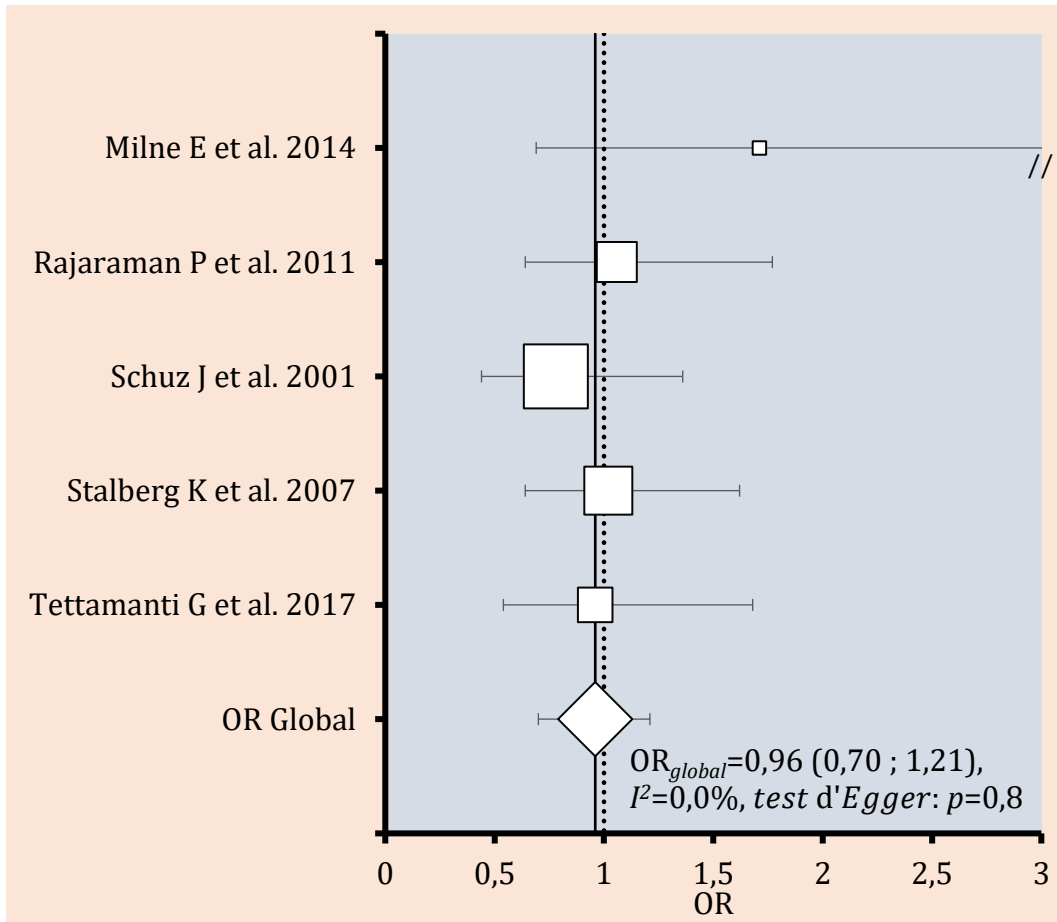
Odds ratio (OR) des différentes études et OR global du risque des tumeurs du SNC après exposition diagnostique prénatale à la radiographie conventionnelle estimé par MEF (adapté de Abalo *et al.*[42]). Lignes horizontales : limites de l'intervalle de confiance, Carrés blancs : poids de chaque étude individuelle (1/variance), Ligne verticale pointillée : Valeur nulle (pour OR=1), Ligne verticale continue : valeur autour de l'OR global estimé par MEF, I² : test d'hétérogénéité d'Higgins *et al.* [74].
